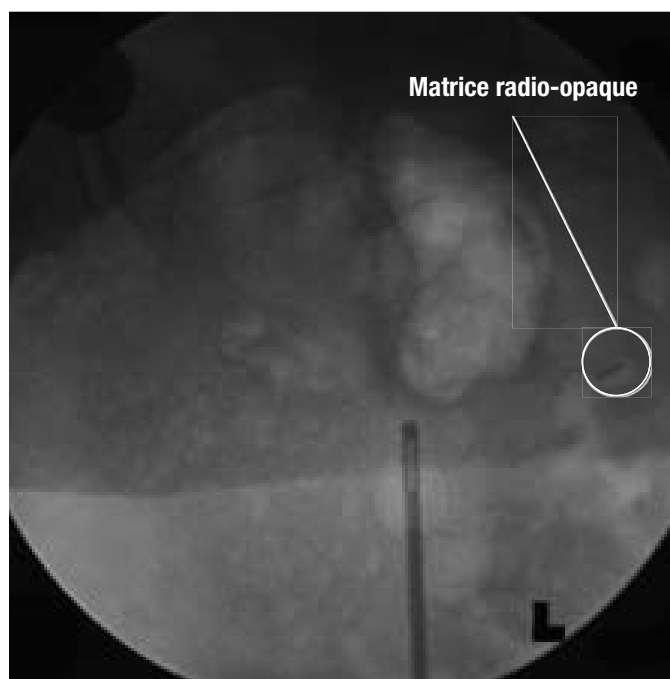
RADIOGRAPHIE DE REPÉRAGE DU BASSIN
